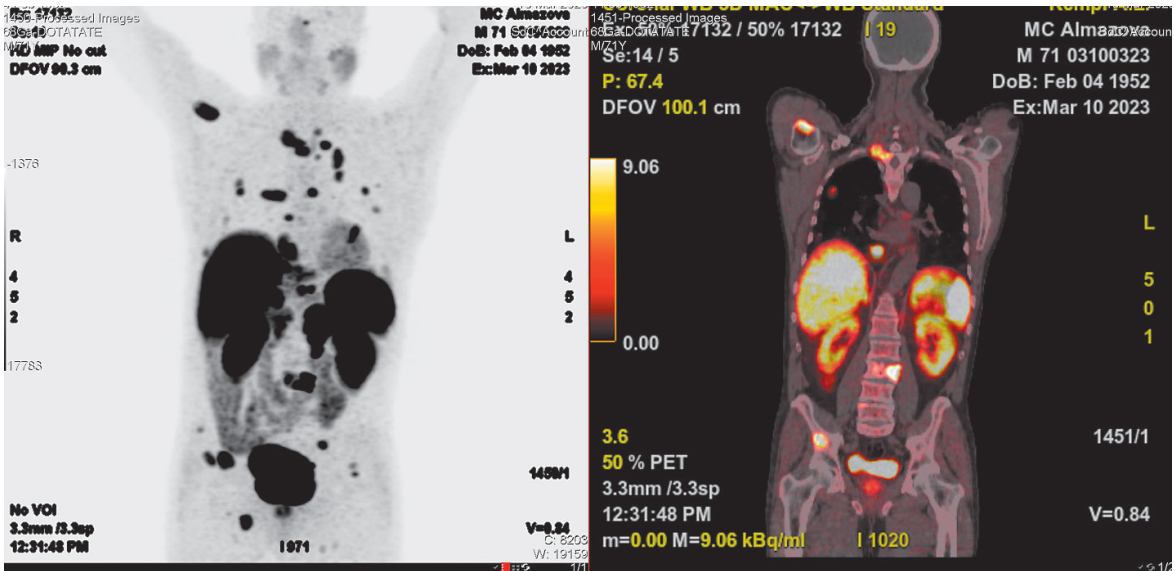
ПЭТ-КТ всего тела с ⁶⁸GA-DOTA-TATE от 03.2023
